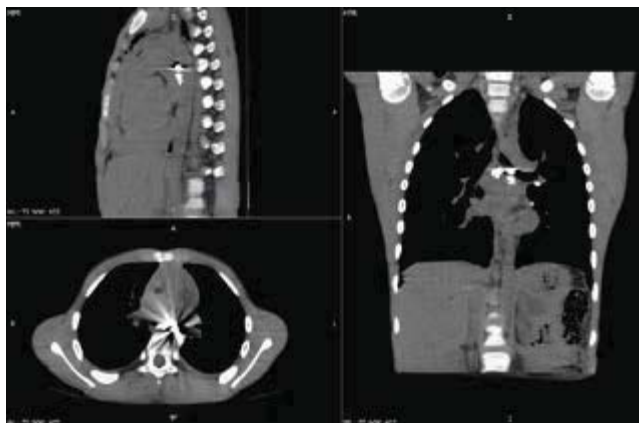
Використання мультипланарних реконструкцій як методу постпроцесингу зображень, отриманих під час КТ, для детальнішої оцінки розташування стороннього тіла
